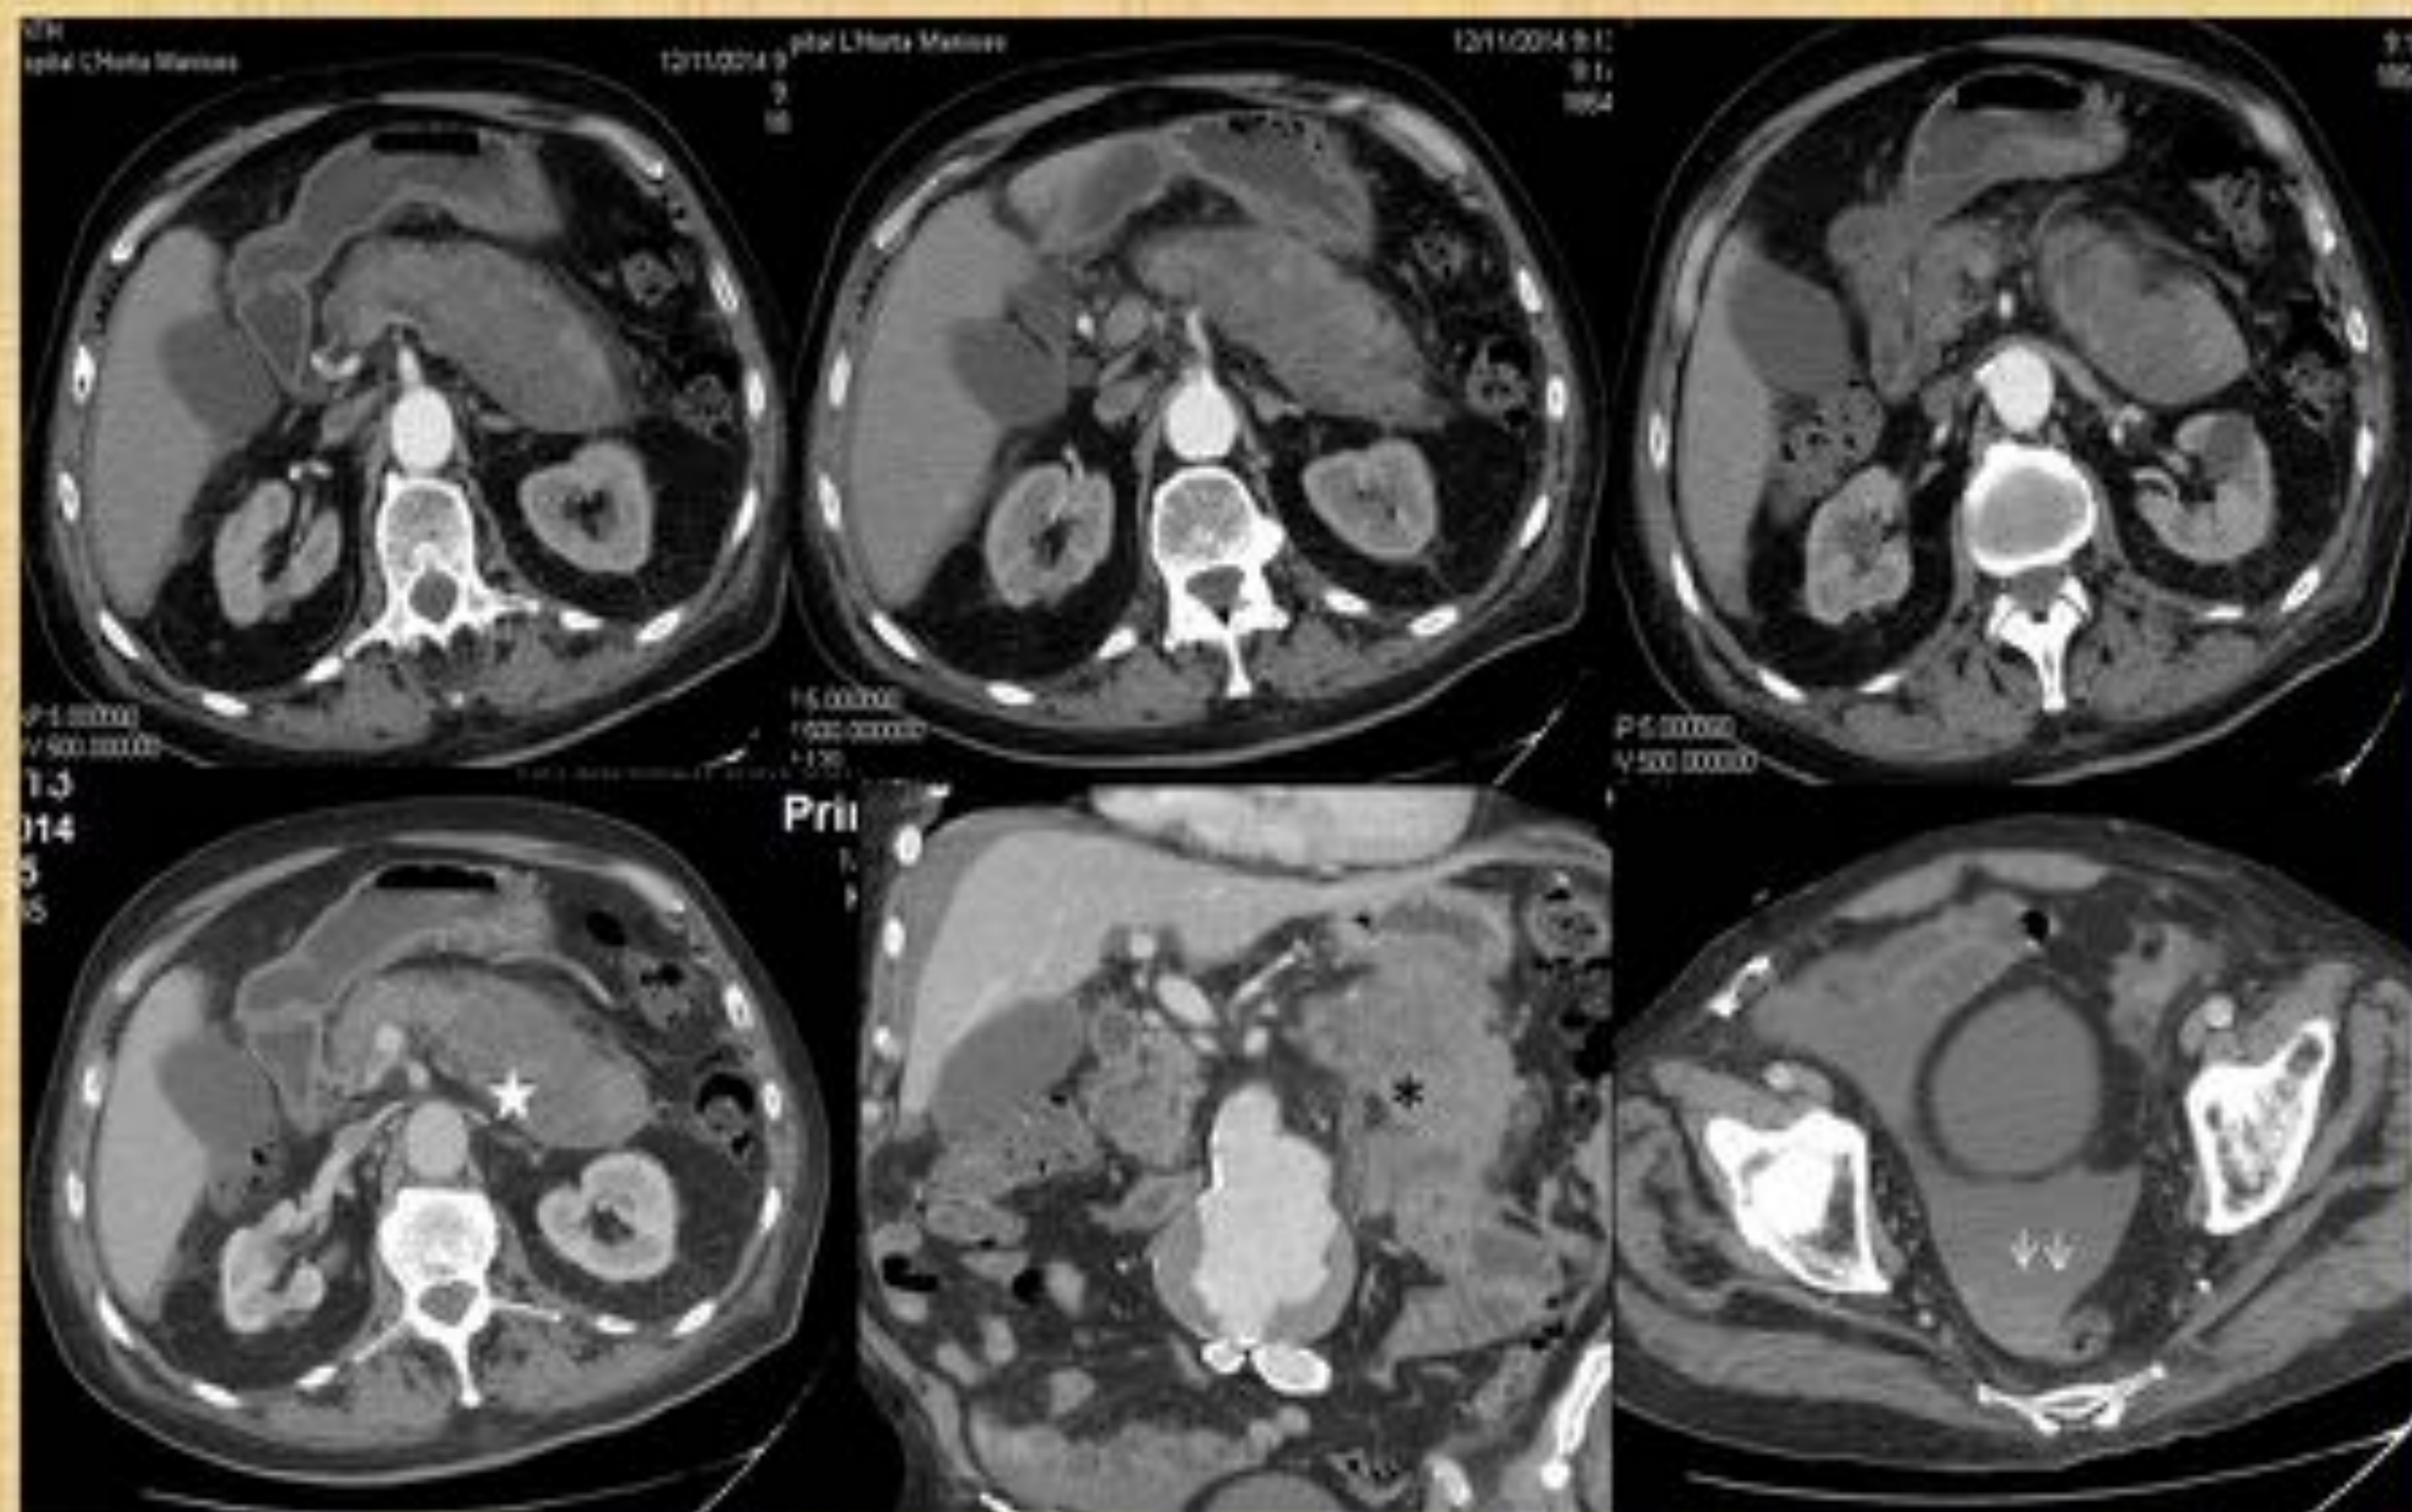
Paciente con antecedentes de pancreatitis biliar y aneurisma de aorta abdominal infrarrenal conocido. El paciente estaba antiagregado. Presentó súbito dolor epigástrico. En eco (no mostrada) se observó líquido libre y el aneurisma, por lo que se completó estudio con TC que demostró una páncreas aumentado de tamaño con colecciones hiperdensas peripancreáticas (asteriscos negros) y en cola así como menor realce del parénquima de cola (estrella) y líquido libre en pelvis con nivel hiperdenso (flechas finas) en relación con pancreatitis necrohemorrágica y hemoperitoneo secundario.
